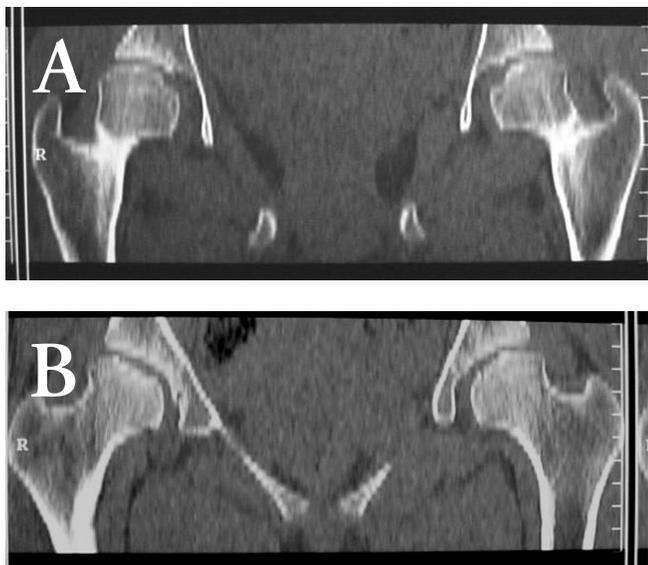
Imágenes de tomografía computarizada. Radiología informa alteración bilateral de las epifisis femorales con aplanamiento e irregularidad en el contorno, además una fractura subcondral izquierda. Pinzamiento coxofemoral bilateral. Concluyen que los hallazgos son compatibles con epifisiolisis bilateral Vs. Necrosis.
